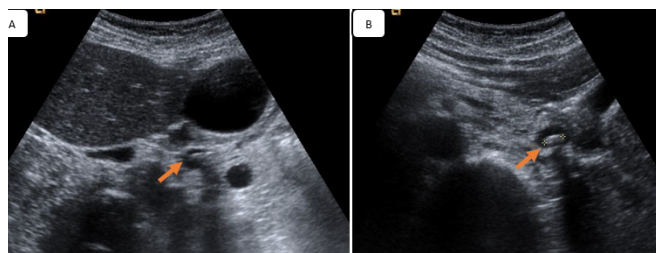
Ecografía abdominal (A y B), donde se identifica una imagen lineal hiperecogénica con sombra acústica posterior en el interior del colédoco dilatado, compatible con coledocolitiasis (flecha), situándose el parénquima hepático y el colédoco en el hemiabdomen izquierdo debido al *situs inversus* del paciente.
